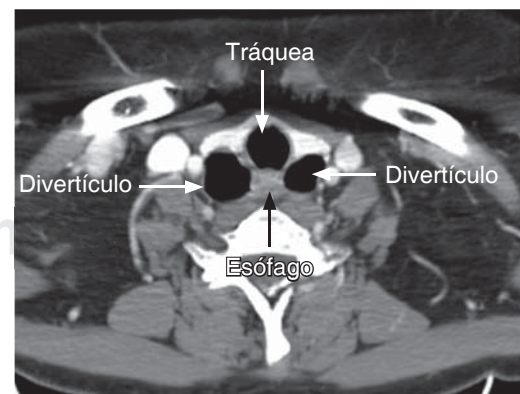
Tomografía a nivel cervicotorácico en corte axial, que muestra divertículos esofágicos anterolaterales.
